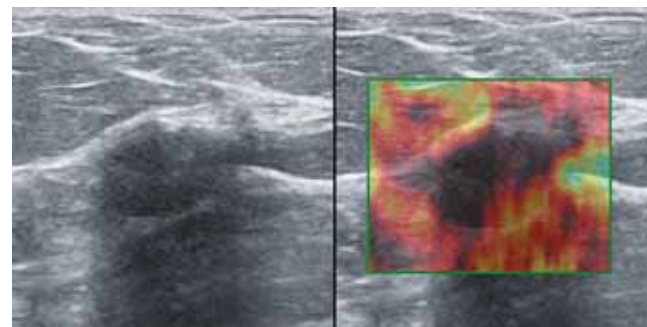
Пациентка Р., 46 лет. Периканаликулярная фиброаденома. УЗИ МЖ в В-режиме и качественная эластография. Эластограмма соответствует 5-му типу по Ueno
